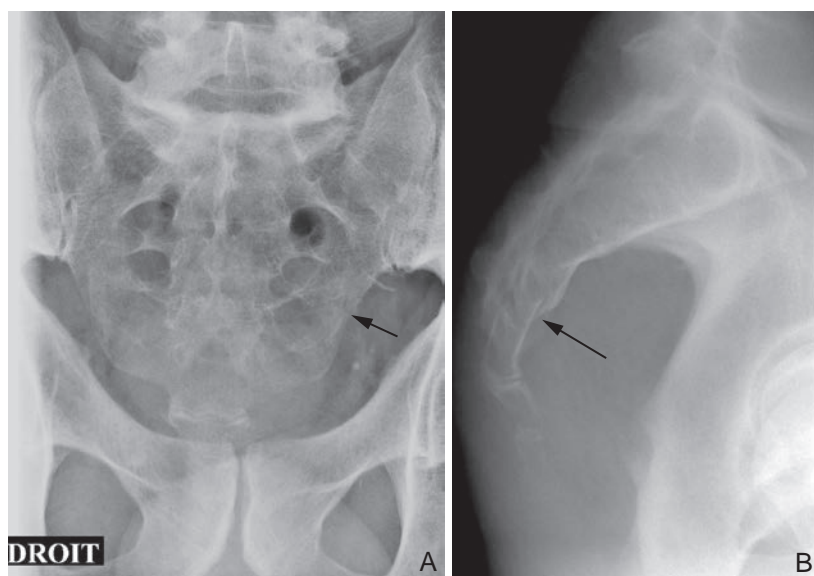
Radiographies du sacrum de face (A) et de profil (B) montrant une fracture.
